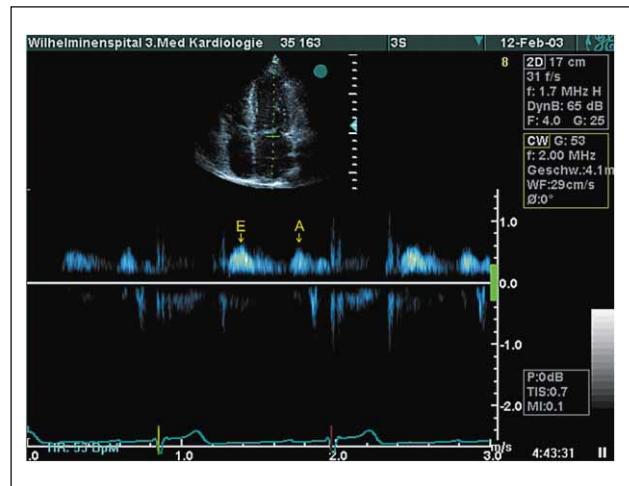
Transmitrales CW-Dopplersignal, keine dMR bei 1:1-Leitung (E = frühdiastolische Füllung, A = A-Welle durch atriale Kontraktion)
